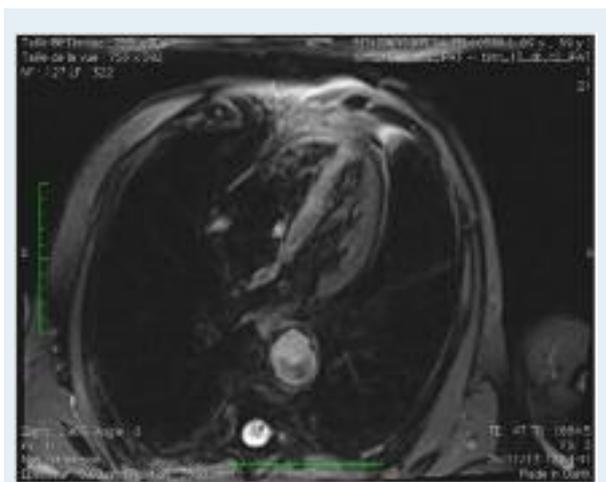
CMR four-chamber view, T1-weighted, fat-suppressed sequence
